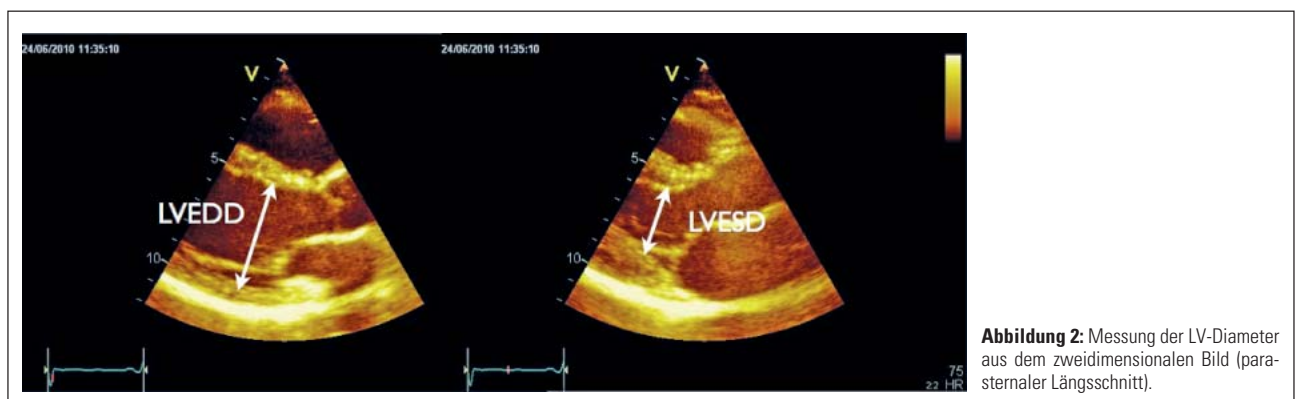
Messung der LV-Diameter aus dem zweidimensionalen Bild (parasternaler Längsschnitt).
